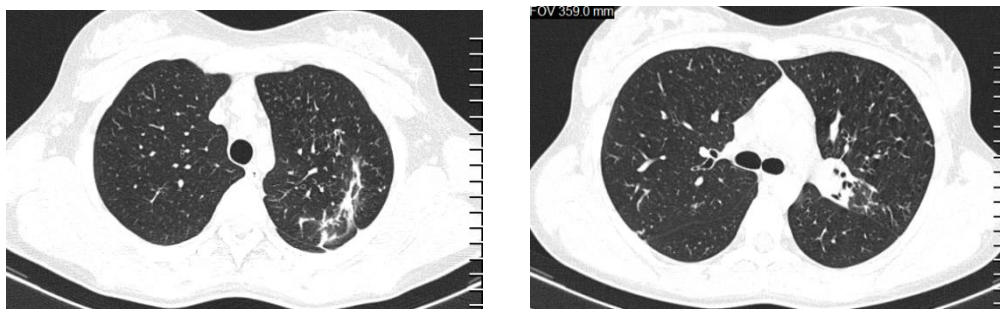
и 22б – Аксиальные срезы КТ ОГК через 2 месяца лечения
